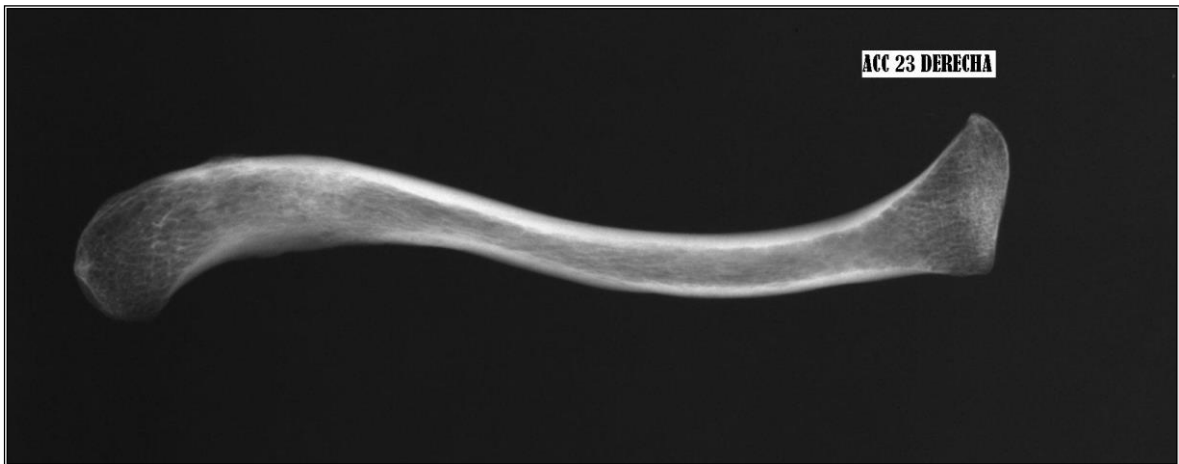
Radiografía de clavícula derecha. Mujer de 48 años.
